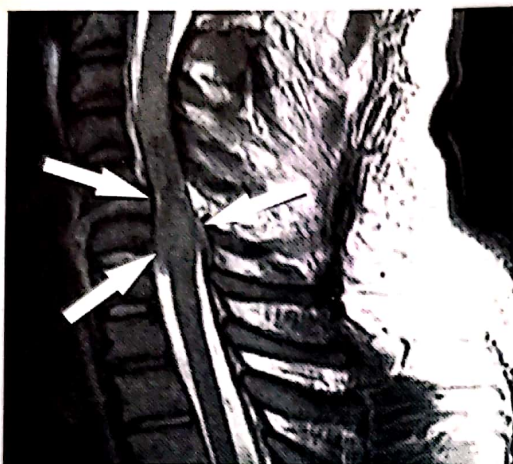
Contuzie medulară severă la nivel C5-C6 cu edem ascendent până la nivel C2, hemoragie și edem medular; discul intervertebral deplasat anterior de-a lungul corpului vertebral C6 – imagine IRM T2 de profil.
